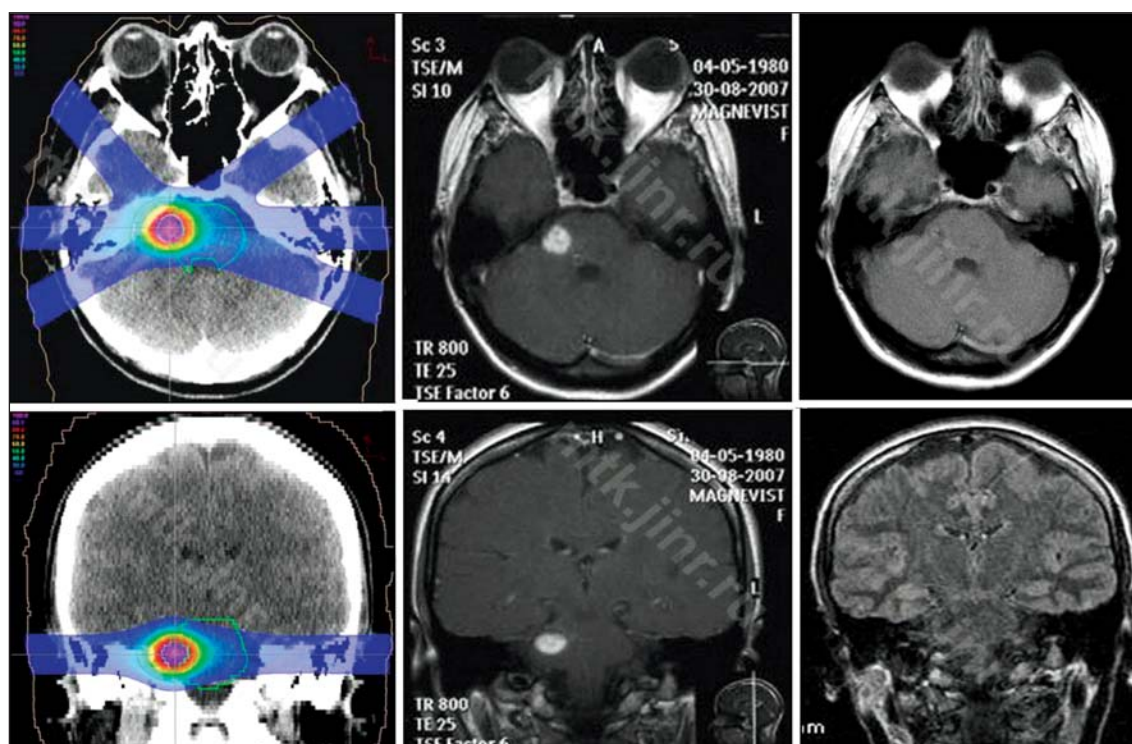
План протонной радиохирургии каверномы околостволовой локализации: МРТ с контрастом до лечения и спустя 3 мес (полная резорбция каверномы).
